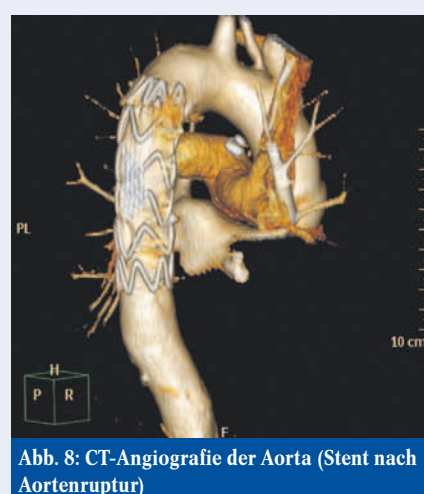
CT-Angiografie der Aorta (Stent nach Aortenruptur)
